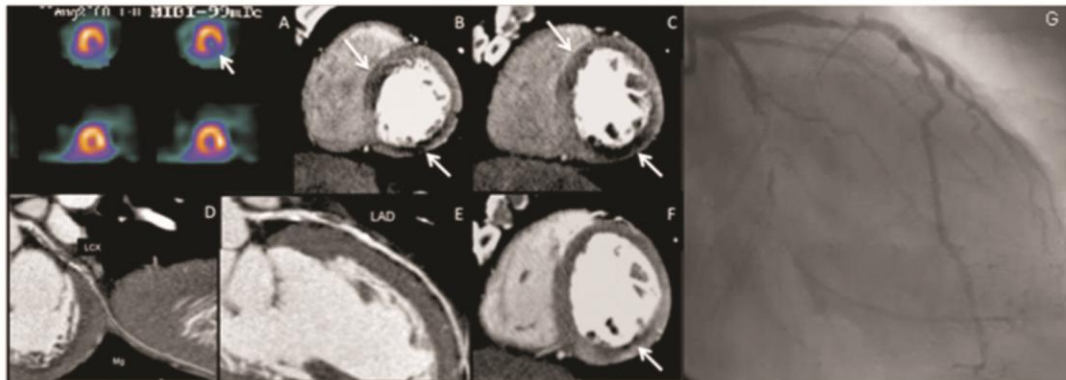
Correlation of SPECT to CTP. (A) Single-photon emission CT short-axis view shows inferolateral stress myocardial perfusion defect (white arrow). (B, C) CTP short-axis view shows inferolateral and anteroseptal severe stress myocardial perfusion defects (white arrows). (D) CT angiographic curved multiplanar reformatted image shows high-degree stenosis of the left circumflex coronary artery (occlusion). (E) CT angiographic curved multiplanar reformatted image shows high-degree stenosis of the left anterior descending coronary artery (LAD). (F) Short-axis view of CTP image at rest shows mild persistent inferolateral myocardial perfusion defect (white arrow). (G) Conventional coronary angiographic right anterior oblique projection shows high-grade stenosis of the proximal left anterior descending coronary artery and left circumflex coronary artery occlusion. SPECT missed the anteroseptal myocardial perfusion defect.
